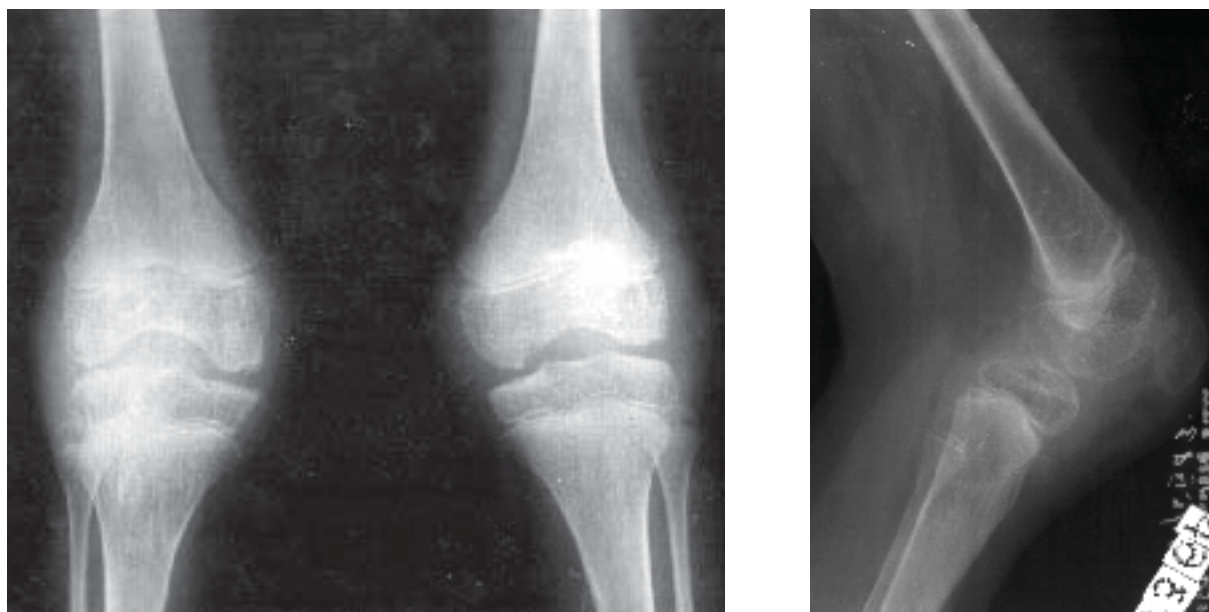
Poliartrită reumatoidă. Radiografie genunchi AP comparativ și LL. Tumefiere de părți moi, osteoporoză difuză, spațiul articular îngustat. Creșterea distanței dintre spinele tibiale și condilii femurali.
